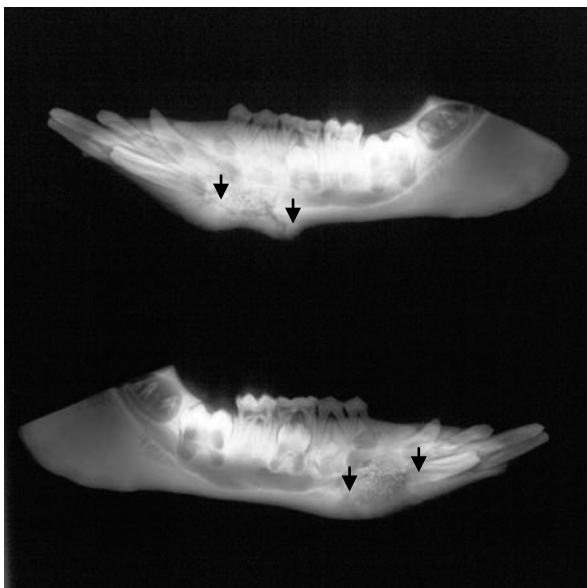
Röntgenaufnahme 5 Wochen nach Bio-Oss®-Implantation (O 3; UK geteilt, seitlicher Strahlengang)
